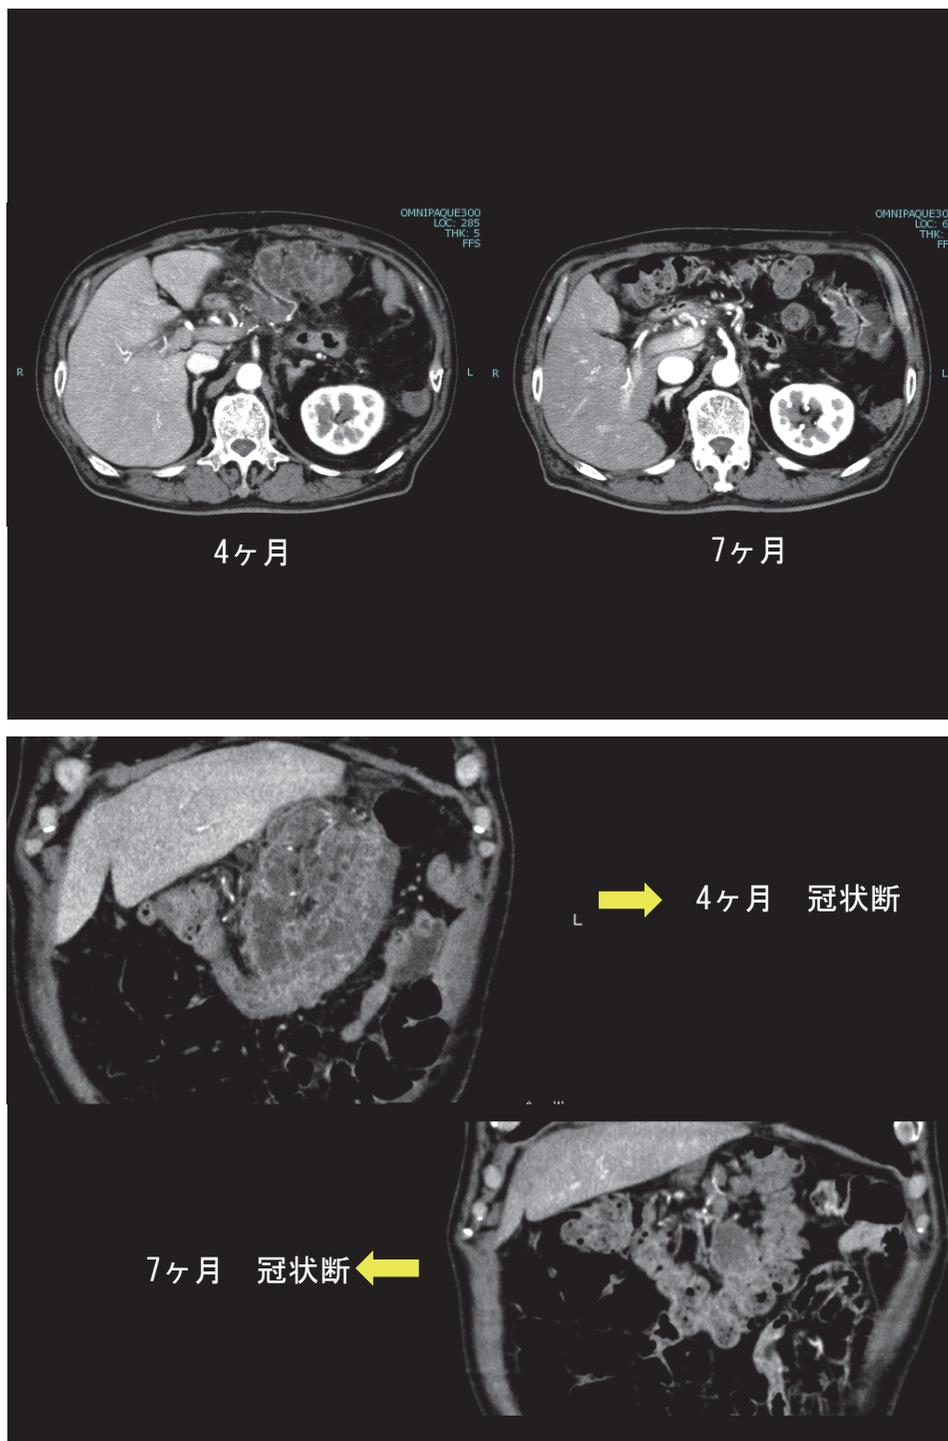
4ヶ月の腹部ダイナミックCTと7ヶ月の腹部ダイナミックCT（治療後）の比較
